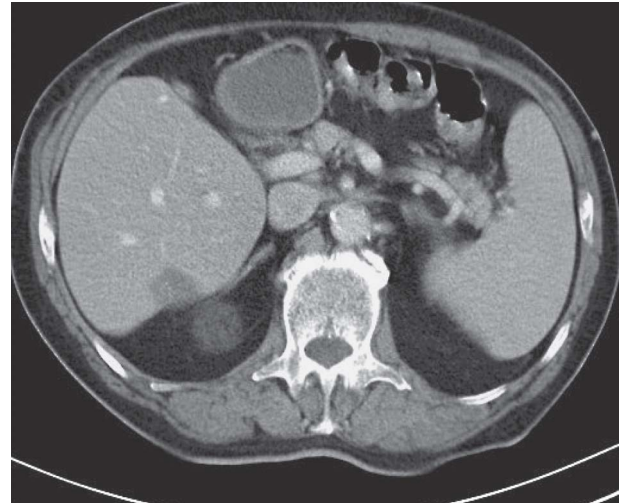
CT-Abdomen (Nov. 2010): nach 3 Zyklen der Chemoimmuntherapie Größenregredienz auf 28 x 18 mm
